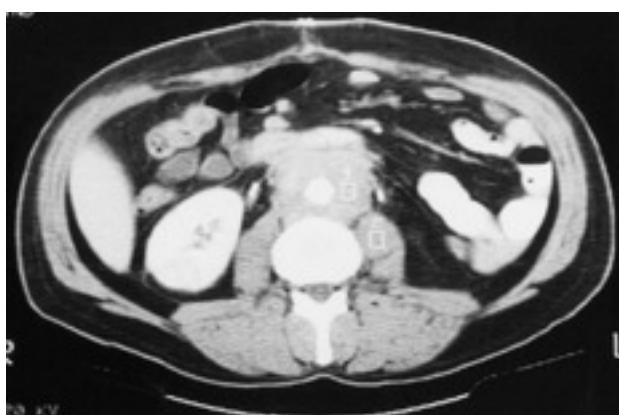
TAC con placa fibrosa en retroperitoneo, rodeando grandes vasos.
